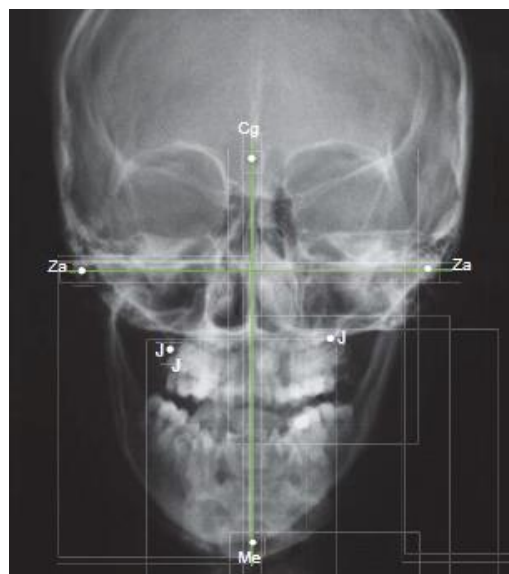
Técnica de Sambataro en radiografía postero anterior (Sambataro et al., 2005).
